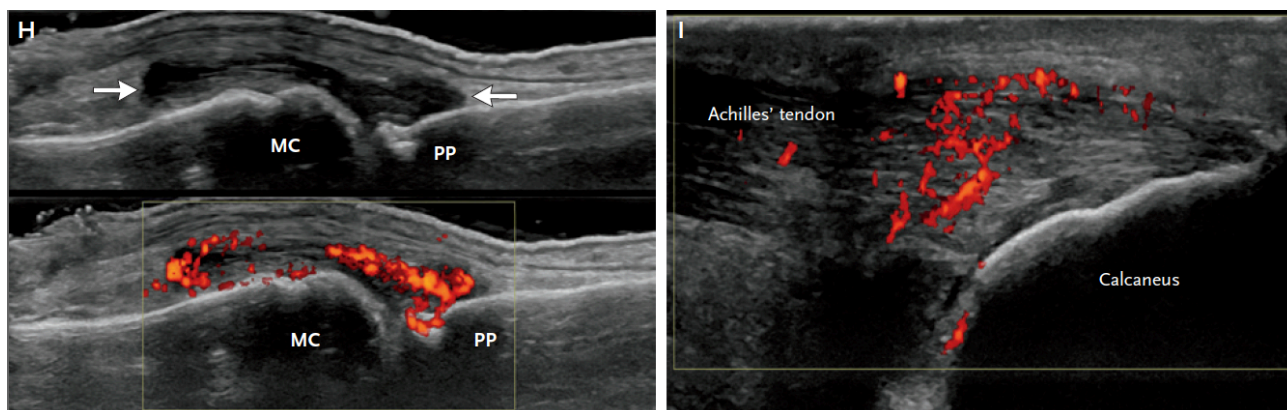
Características de la imagen por ultrasonografía Doppler de la artritis psoriásica (389). La imagen H en escala de grises muestra sinovitis de la articulación metacarpofalángica. La distensión de la cápsula articular es evidente (flechas). Las señales rojas confluentes (recuadro en la parte inferior de la imagen) indican hiperemia sinovial. MC denota la cabeza metacarpiana y la falange proximal PP. La imagen I muestra entesitis. Las señales rojas confluentes representan hiperemia en el tendón cerca de su inserción en el calcáneo. Normalmente, el tendón está poco vascularizado.
